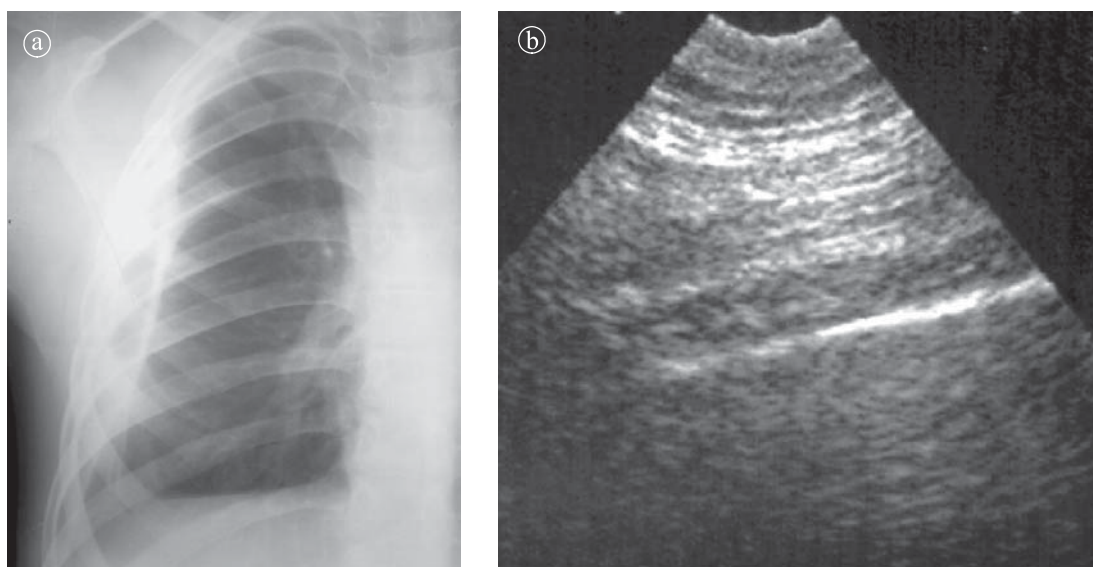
Pahipleurită laterotoracică dreaptă. a) aspect radiografic b) aspect ecografic.
